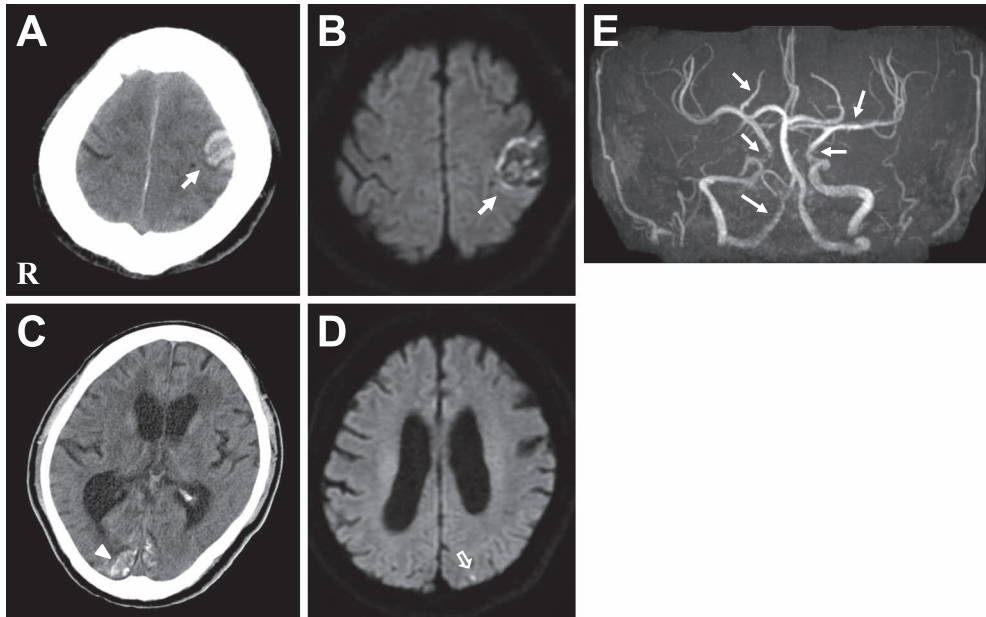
Brain CT and MRI on the admission.
